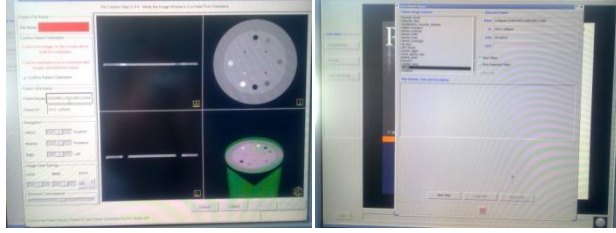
13' de Prowess Panther planlama sistemindeki farklı yoğunluklara ait olan BT sayılarının uyumlu bir şekilde gösterildiği görülmektedir
